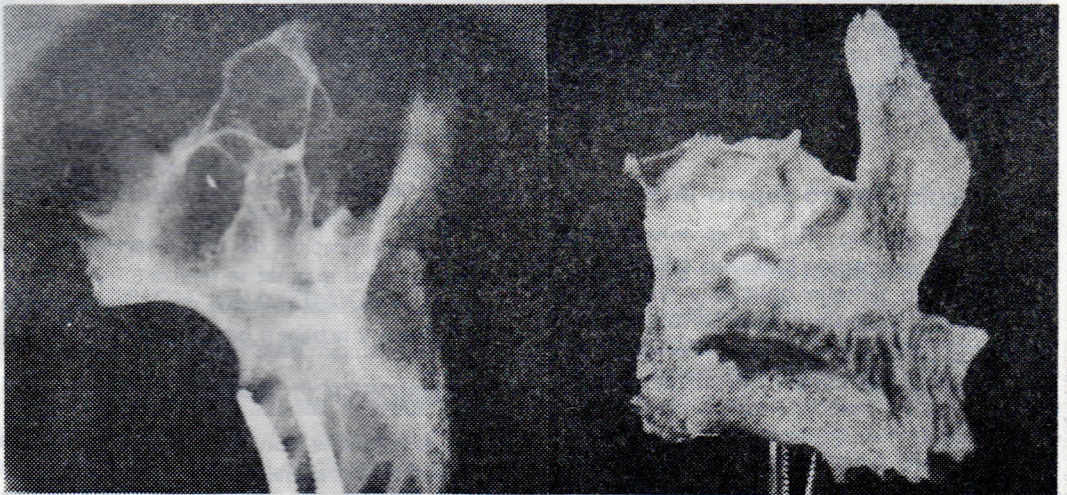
Divertículo póstero-súpero-interno. Der. Hueso seco. Izq. Radiografía del hueso.
